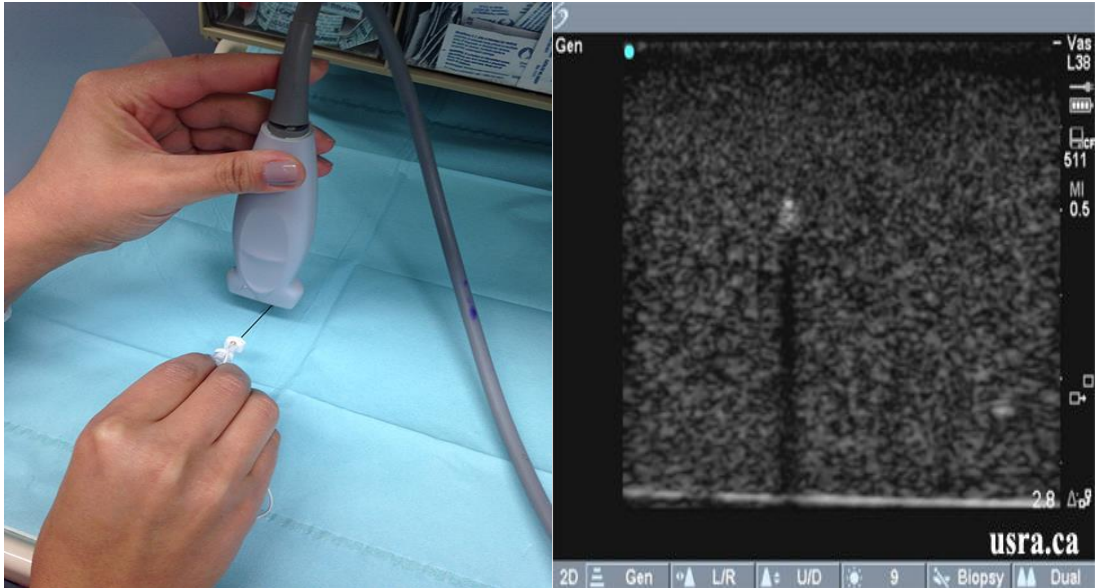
İn Plane iğne oryantasyonu, Şekil 7C: İğnenin in-plane tekniği ile USG de görünümü
